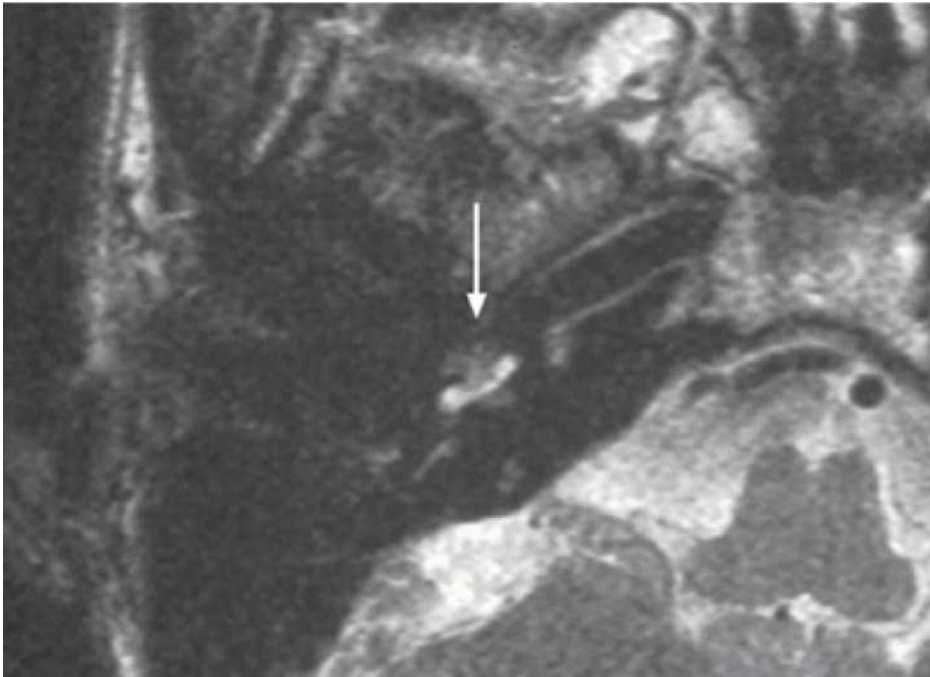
Scanare axială ponderată T2 care arată absența unui semnal normal al lichidului cohlear din cauza inflamației sau obliterării (sau ambelor) lumenului. Această scanare se corelează anatomic destul de strâns cu scanarea tomografică computerizată (CT) axială a aceluiași pacient, prezentată în Figura 51-2.
